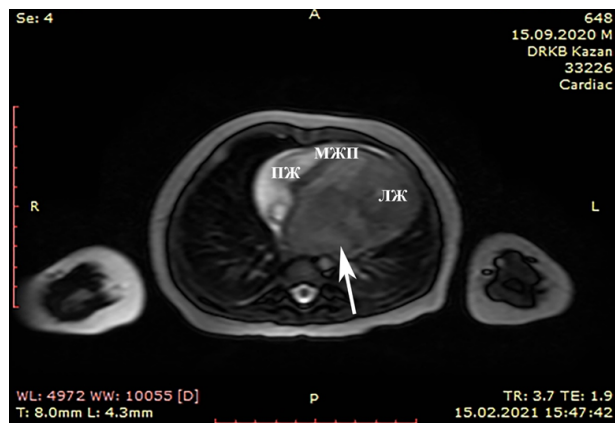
МРТ сердца. Фиброма левого желудочка (указана стрелкой), 4-х камерная проекция, коронарная плоскость, режим SSFP.
